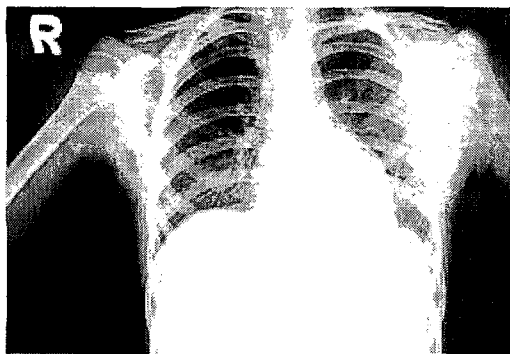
Chest X-ray: Focal air space consolidation involving both lung
